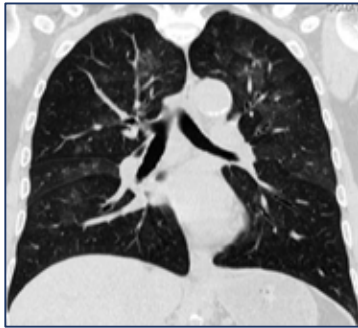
TAC simple de tórax de egreso; resolución de edema pulmonar (4to día de evolución)
